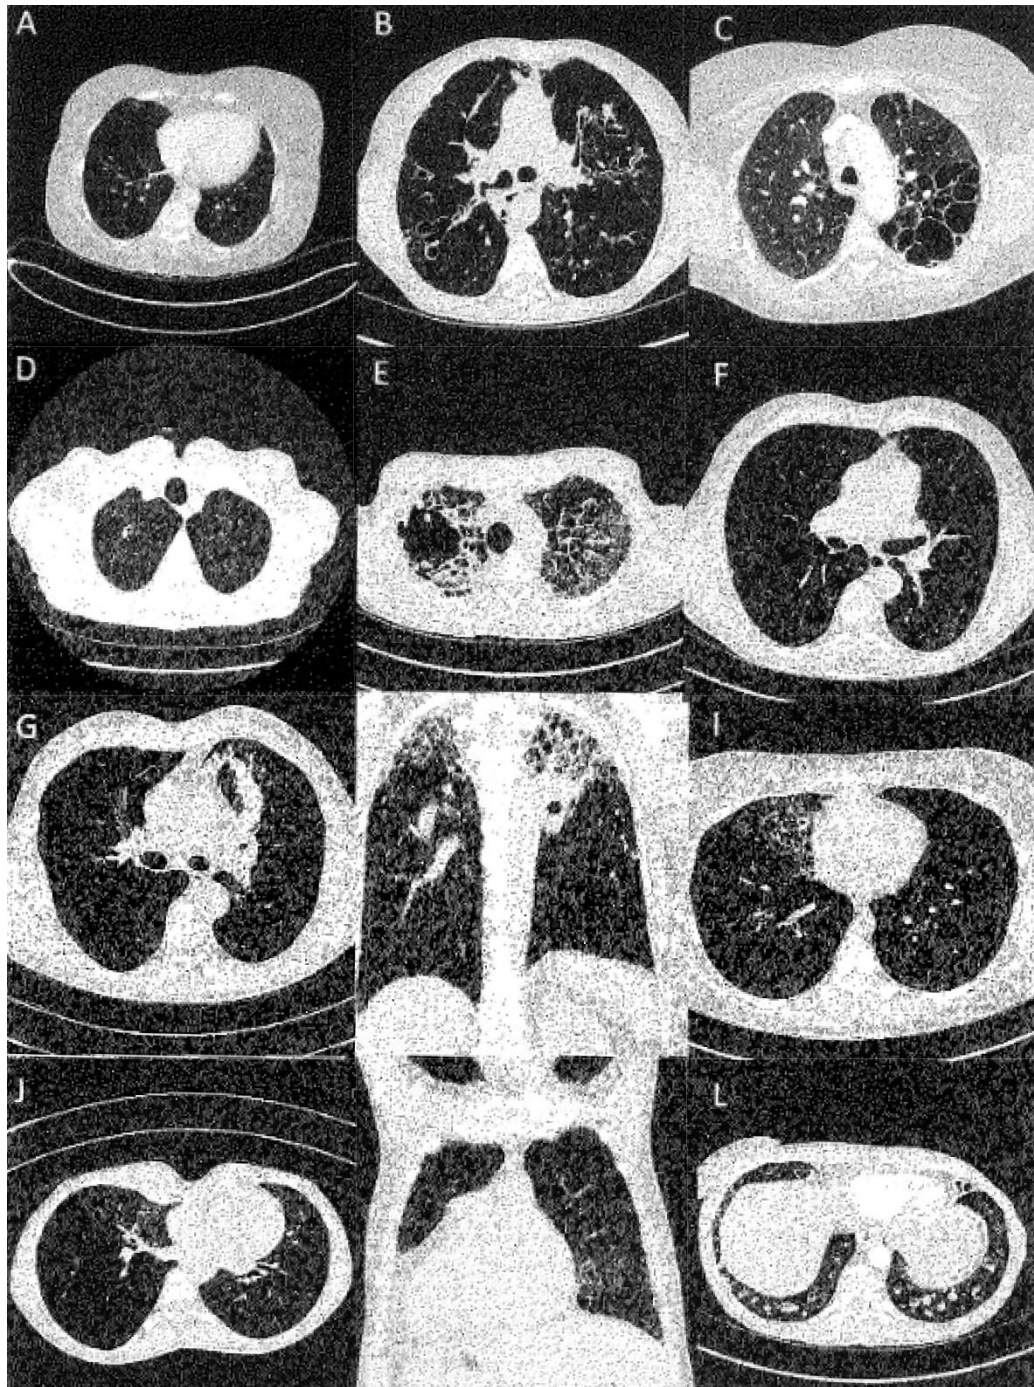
Imagen radiológica por TC de los pulmones donde se muestran 3 tipos de patrones radiológicos de las BQ. Los detalles de cada imagen se describen en el texto. *Imagen adaptada del capítulo de José Loebinger. Seminars in Respiratory and Critical Care Medicine. Vol:42, No.4/2021*
